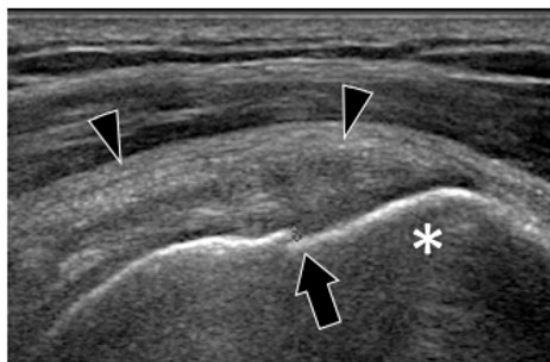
Fracture du trochiter. Echographie : coupe coronale oblique du tendon supraspinatus (gauche) et radiographie de face en rotation neutre (droite).
